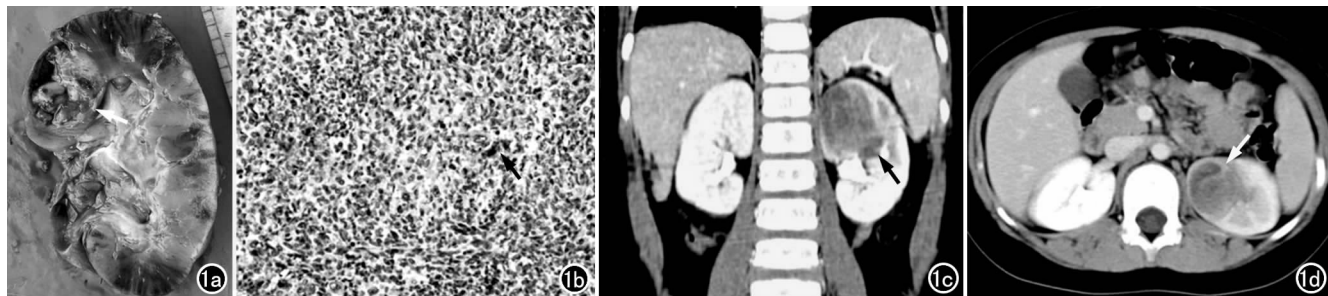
左肾间变型肾母细胞瘤。a) 大体标本示肾组织表面被膜完整,肿块位于肾上极,直径 2.5cm,与肾组织分界不清(箭),有出血; b) 镜下示肿瘤细胞弥漫分布,细胞异形性明显,可见多极核分裂像(箭),并见瘤巨细胞,在瘤组织中可见小管状结构及胚胎样瘤细胞($\times 100$, HE); c) CT 增强扫描冠状面重组图像,示左肾上极实性肿块(箭)位于肾被膜内,境界模糊,破坏肾盂肾盏,肿块强化程度低于肾实质; d) CT 增强扫描横轴面图像,示左肾上极实性肿块(箭),强化程度低于肾实质,边界模糊。
